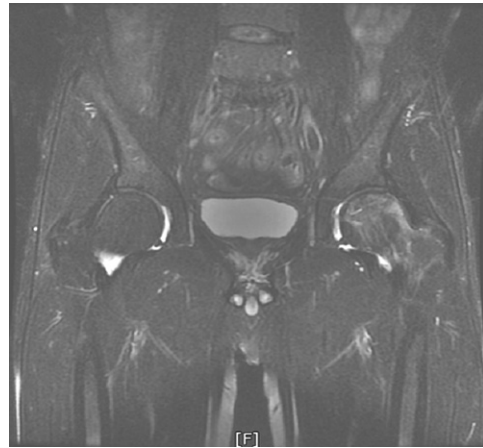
Lt Hip MRI image (Coronal view).
